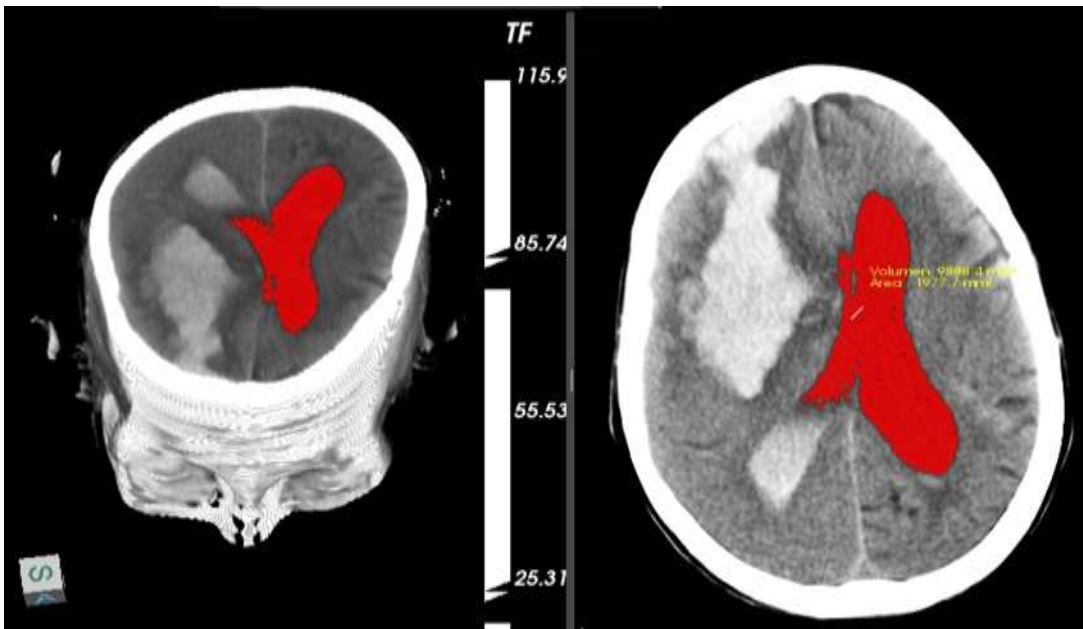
La Imagen A representa la reconstrucción 3D a partir de la segmentación de los ventrículos laterales y el volumen 9988,4 milímetros cúbicos y el área 1977,7 milímetros cuadrados obtenidos en este corte de tomografía, donde se observa el foco hemorrágico de 82 UH parietal frontal derecho en la imagen B. Fuente: Extraído del archivo de imágenes y sistema de comunicación, del departamento de imagenología del Hospital Juan Bruno Zayas Alfonso
